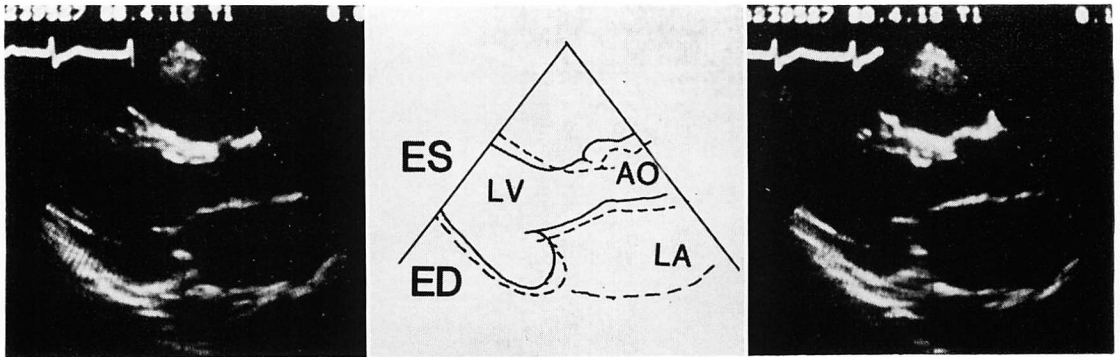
Two-dimensional echocardiograms along the long axis in end-diastole (left) and end-systole (right) in the same case as Fig. 4.
